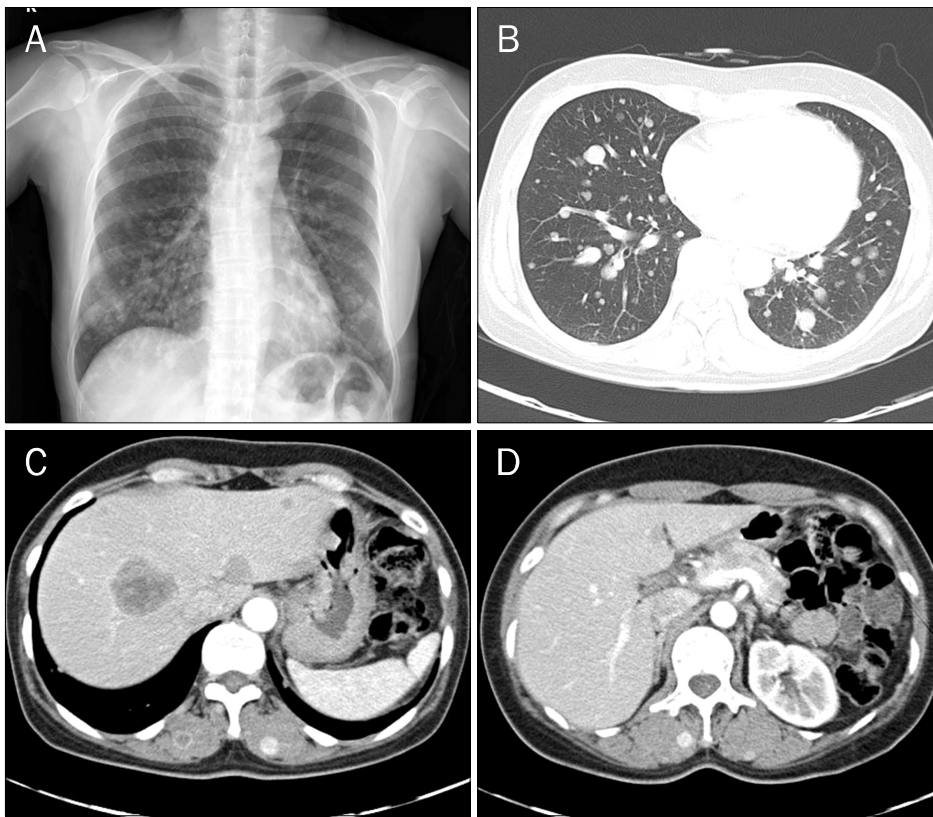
Chest radiography and computed tomography findings. (A) Chest X-ray image shows multiple nodules in both lungs, which appears to be due to metastasis. (B) Multiple variable-sized nodules are randomly distributed in both lungs, especially in lower lung. (C) Multiple heterogeneously enhancing nodules with peripheral rim enhancement are observed in both lobes of the liver. (D) Multiple low-attenuated nodules are also present on the pancreas.
